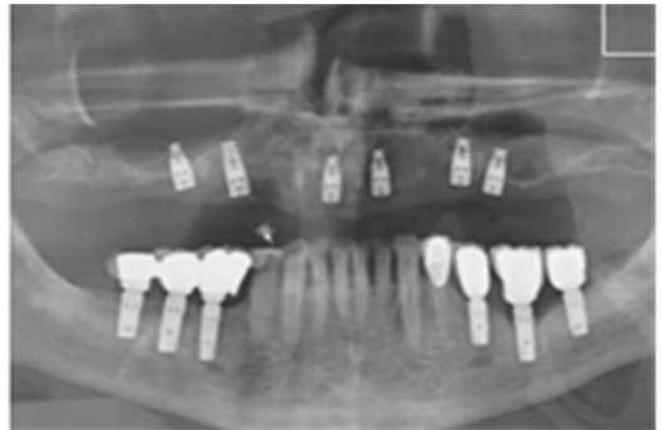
Ортопантомограмма пациента М., 60 лет: а) после установки имплантатов на верхней челюсти; б) через 6 месяцев после имплантации
